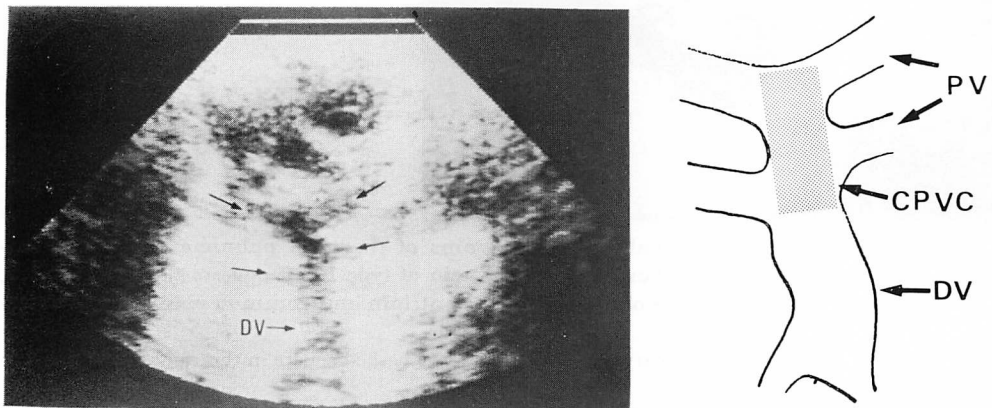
Typical two-dimensional echocardiogram of the pulmonary vein, common pulmonary venous chamber and descending vein of type III, with its outline sketch.
